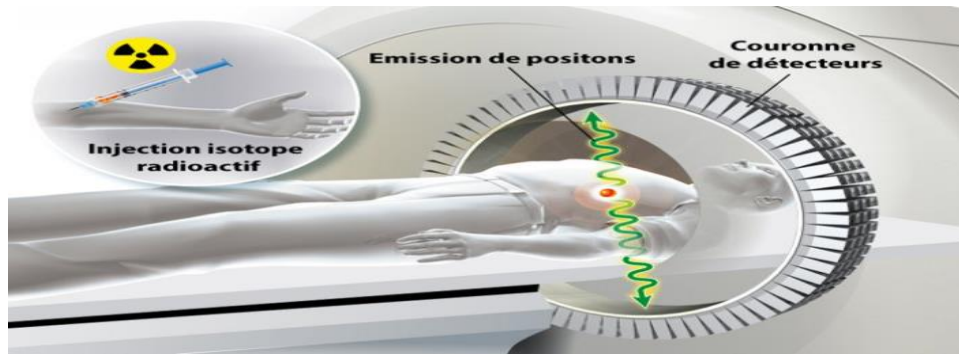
tomographie par émission de positon. [28]
